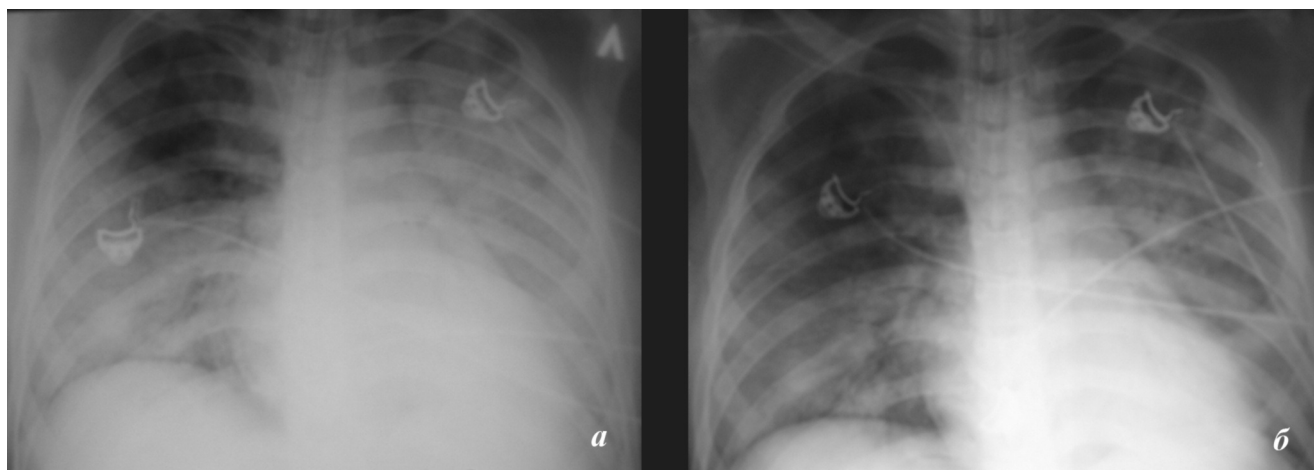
Рентгенограмма больного с вирусной пневмонией до (а) и через 6 ч (б) после введения сурфактанта
